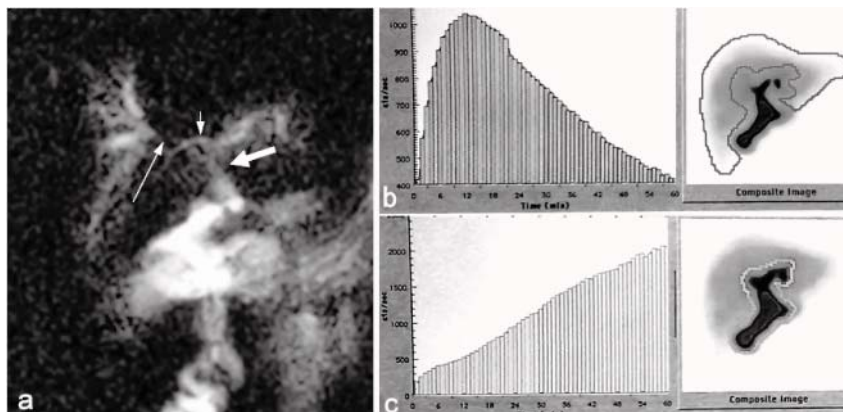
a – CPRM, hepatico-jejunoanastomoză funcțională (săgeată mare), strictura ductului hepatic drept anterior (săgeată lungă), drenarea ductului hepatic drept posterior direct în ductul hepatic stâng (săgeată mică); b, c – scintigrafia hepatobiliară, (b) faza hepatică (curba evacuatoare în limitele normei), (c) faza intestinală cu stază în ansa anastomotică.
